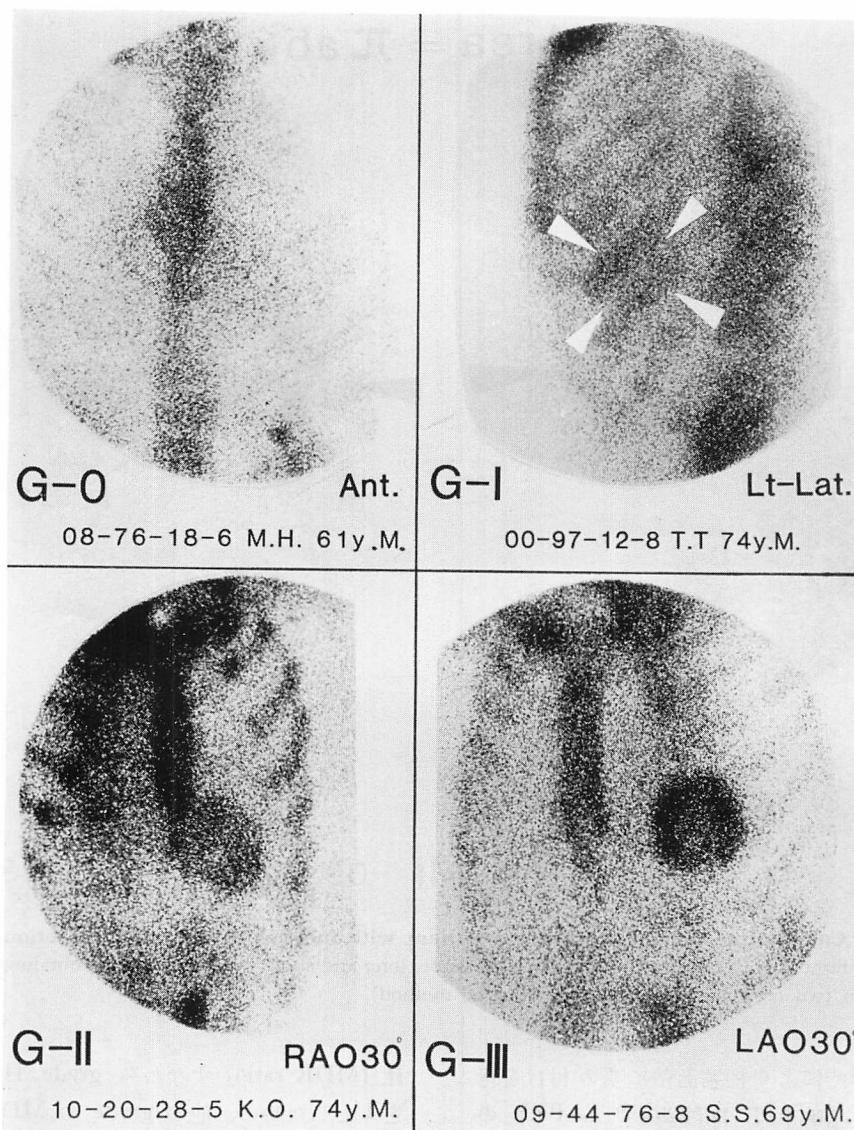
Grade of Tc-99m pyrophosphate myocardial scintigrams in patients with myocardial infarction.
